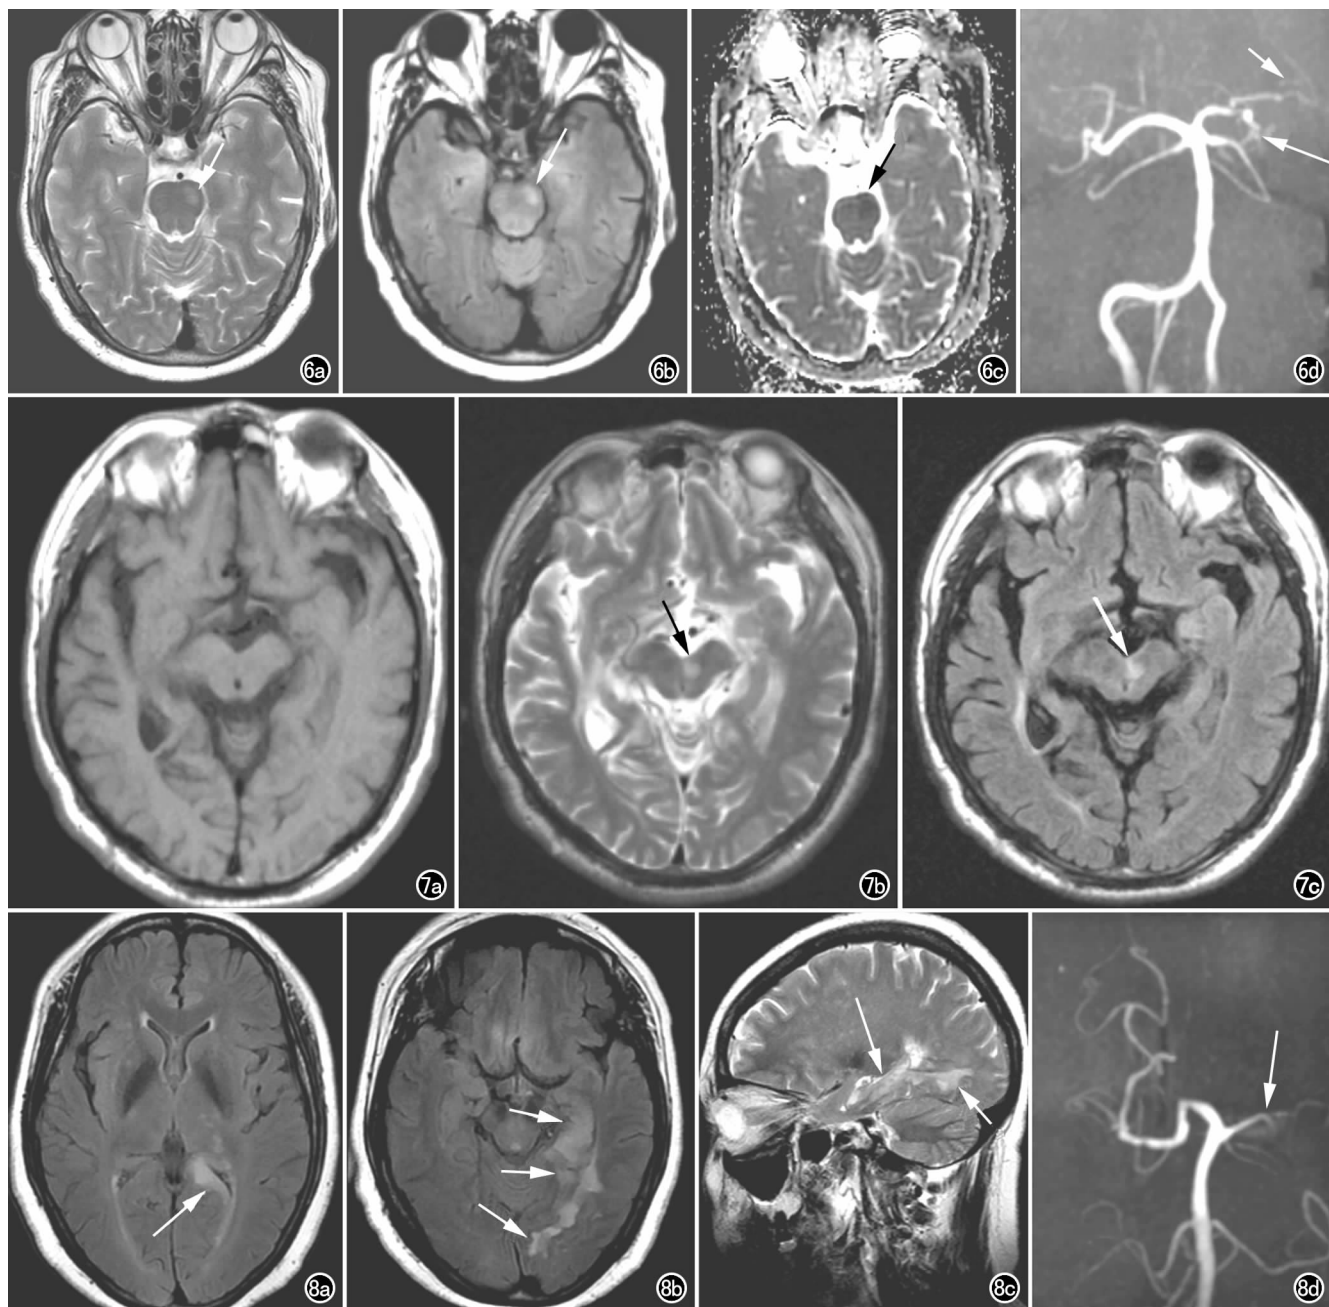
中脑腹外侧梗死。a) 横轴面 T_2 WI 示中脑左前外侧局限性高信号(箭); b) 横轴面 FLAIR 示病变呈高信号(箭); c) ADC 图示病灶呈低信号(箭); d) MRA 示左侧大脑后动脉顶枕支远端信号减弱(短箭)、颞枕支中断(长箭)。图 7 大脑脚内侧梗死。a) 横轴面 T_1 WI 示中脑未见异常信号; b) 横轴面 T_2 WI 示左侧大脑脚近脚间窝处结节状高信号(箭); c) FLAIR 图示病变呈高信号(箭)。图 8 颞叶内侧及底面-胼胝体压部-枕叶梗死。a) 横轴面 T_2 -FLAIR 示胼胝体压部左侧高信号(箭); b) 横轴面 T_2 -FLAIR 示左侧海马-海马旁回-内侧枕颞回及视放射高信号(箭); c) 矢状面 T_2 WI 示病变累及海马-海马旁回-梭状回(长箭)及下纵束-视放射-内侧枕颞回(短箭); d) MRA 示左侧大脑后动脉狭窄,远端分支显示减少(箭),左小脑上动脉中远段信号减弱。
